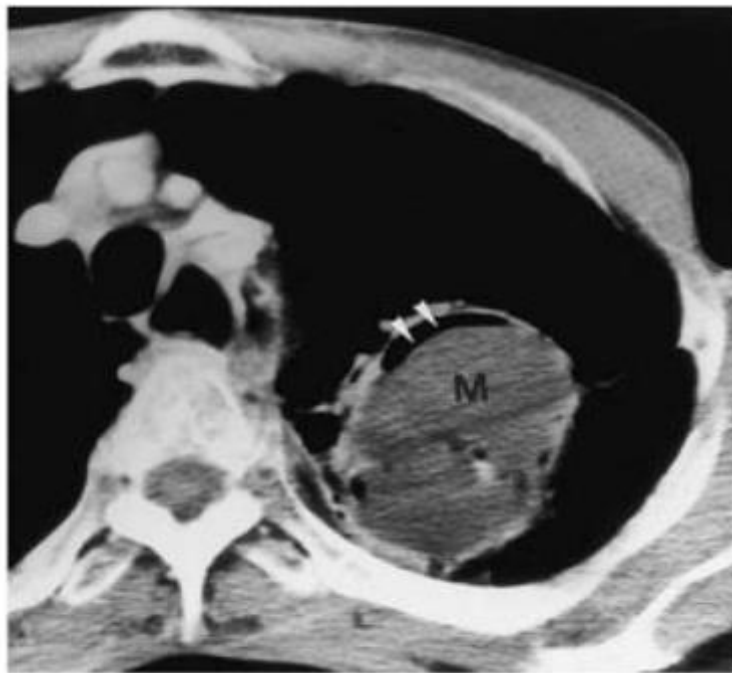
Image radiographique d'un croissant gazeux lunaire (tête de flèches) au sein d'une cavité « image en grelot », dans le tiers supérieur de l'hémithorax gauche [1].
